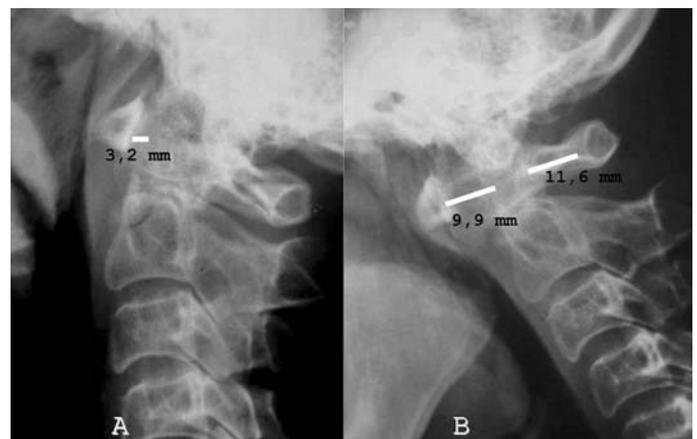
Paciente do sexo feminino, 53 anos, e 33 anos de doença. Não apresentava nenhuma queixa e, na escala de Ranawat, era grau 0. Radiografia em perfil mostrando DADA de 3,2 mm na incidência em neutro (A) e DADA de 9,9 mm no perfil em flexão (B). Também se observa, na radiografia em flexão, uma DADP de 11,6 mm, que é um sinal de grande risco de paralisia irreversível
